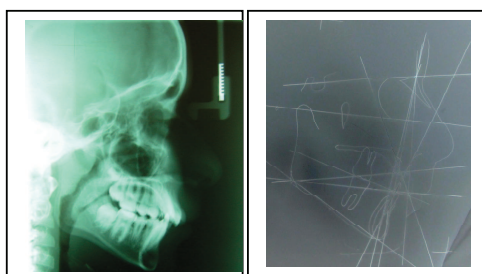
Radiografía Cefalométrica y trazado inicial
